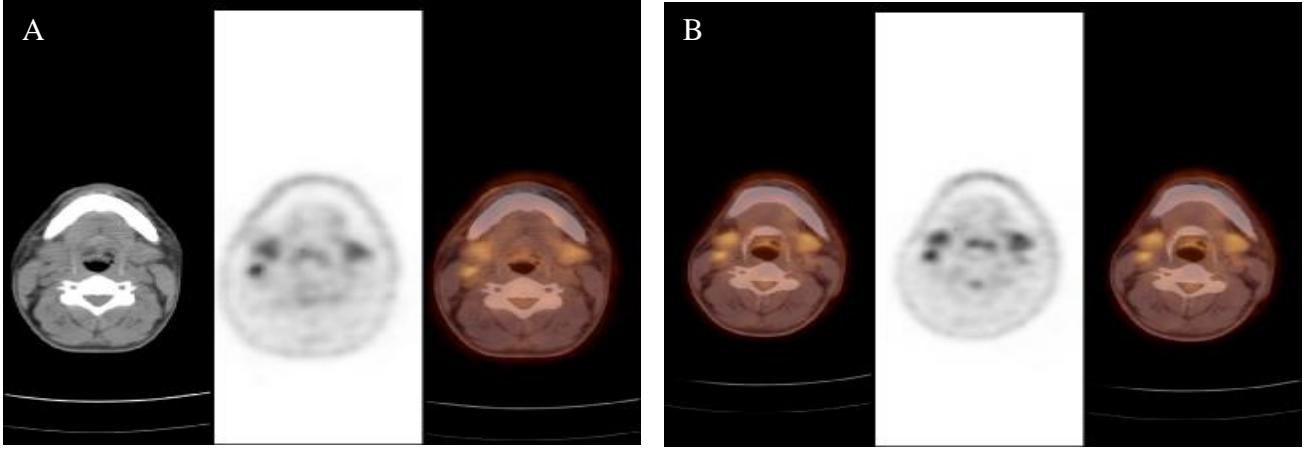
57 yaşında erkek hasta, ağız tabanında SCC. Sırasıyla BT, BT ile atenüe edilmiş PET ve füzyon PET/BT.
